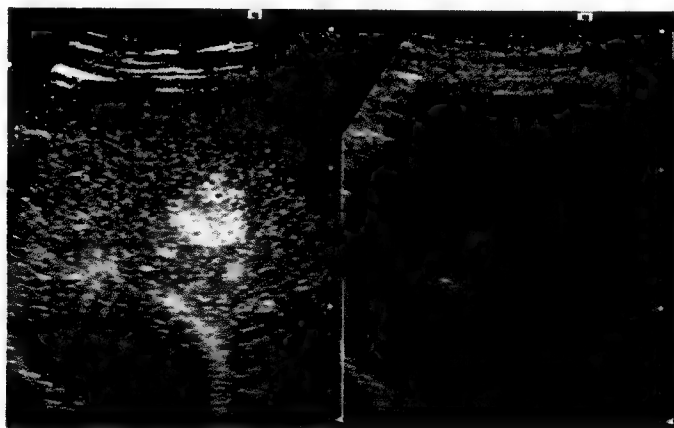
Ultrasonografie cu contrast (colecția Prof. Dr. Rădu Badea)
